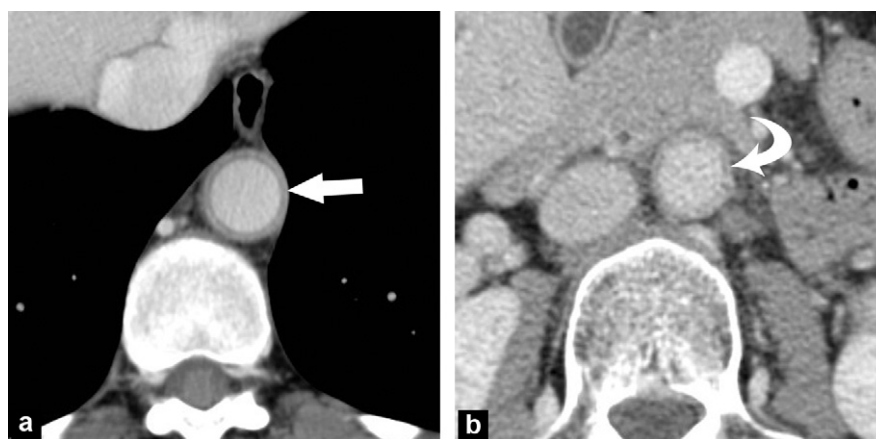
Aortite inflammatoire dans le cadre d'un syndrome de Takayashu. Épaississement harmonieux circonférentiel prenant le contraste de la paroi de l'aorte thoracique (flèche droite) et abdominale (flèche courbe), qui conserve un calibre régulier. Le diagnostic différentiel avec un athérome diffus non calcifié est parfois difficile et il faut alors s'aider du PET-scan au 18-FDG qui peut montrer un hypermétabolisme de la paroi de l'aorte en cas d'aortite : a : scanner injecté en coupe axiale à l'étage thoracique ; b : scanner injecté en coupes axiales à l'étage abdominal.
